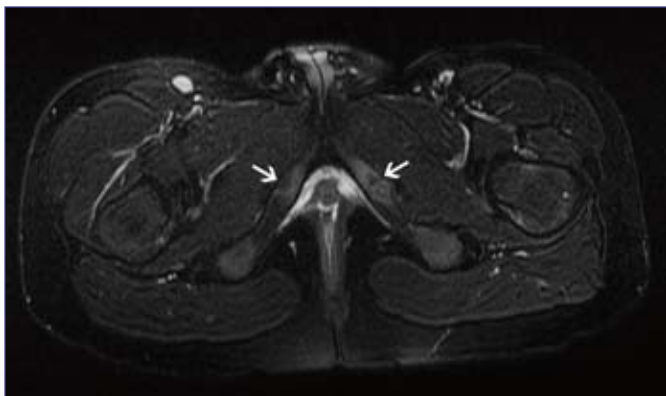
Axial T2 fat saturation MR image with some high signal at the left IPS consistent with oedema (arrow). The right IPS shows minimal oedema consistent with almost completed closure.
